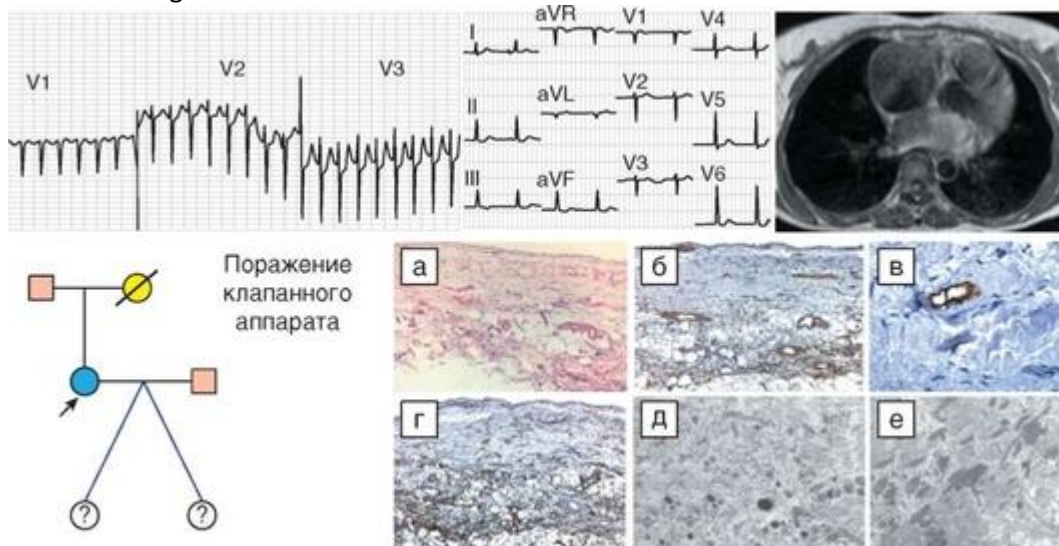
Результаты инструментального исследования и родословная больной С., 45 лет. ЭКГ, зафиксированная во время приступа сердцебиения (слева) и в 2005 г. (справа), скорость записи - 25 мм/с. Магнитно-резонансная томограмма сердца, родословная семьи больной С., результаты интраоперационной биопсии правого предсердия: а - окраска гематоксилинэозином; б-г - иммуногистохимическое исследование на α -актин, десмин и виментин; д, е - электронная микроскопия (пояснения см. в тексте)
